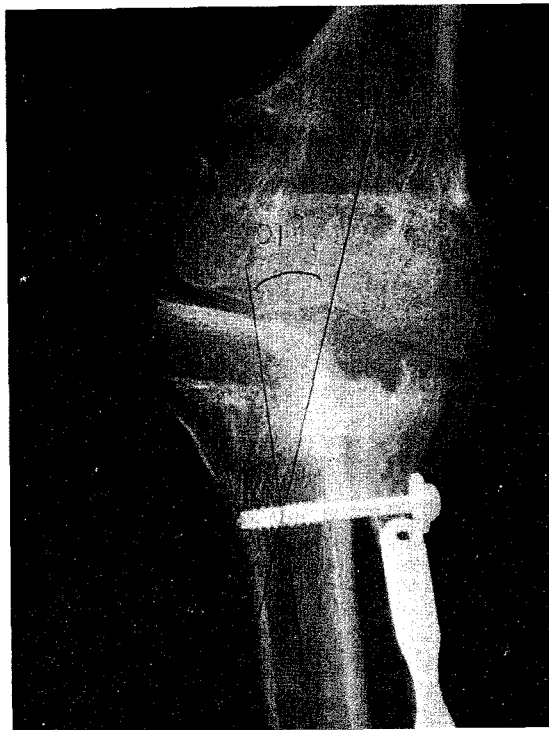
Postoperative radiography of the patient Fig. 1, ipsilateral fibula transferred to the defective lateral tibial condyle for replacing defective bone and cartilage including whole epiphysis of the fibula which based on peroneal arterial vascular pedicle.
